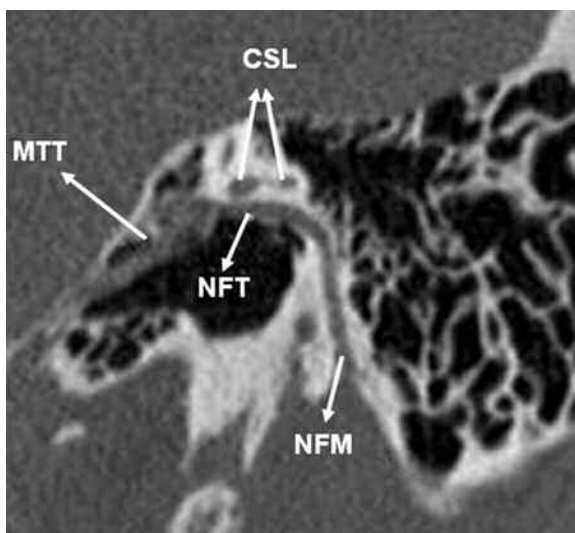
TC con RMP, imagen sagital oblicua donde se visualiza conducto del nervio facial, porciones timpánica (NFT) y mastoidea (NFM). Conducto semicircular lateral (CSL). Músculo tensor del tímpano (MTT).
